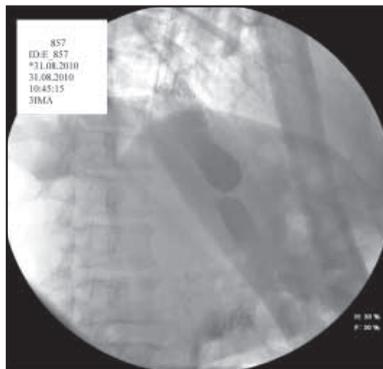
Контрольная рентгенограмма органов грудной клетки.
